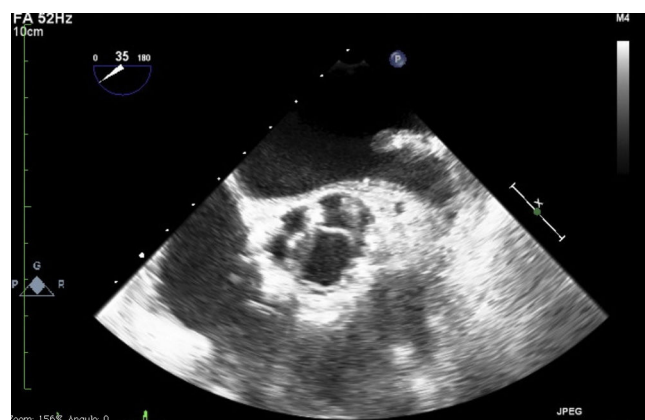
Imagen ecocardiografica con corte transversal de la prótesis en sístole.
